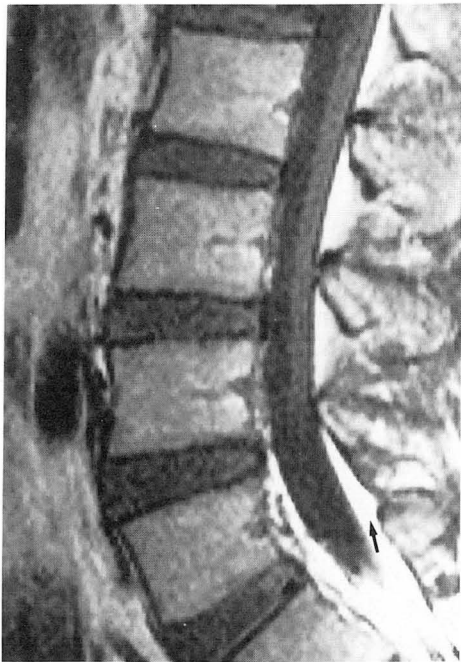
In control subject, midsagittal T1-weighted MR image shows posterior epidural fat deposition at L5 (arrow).
